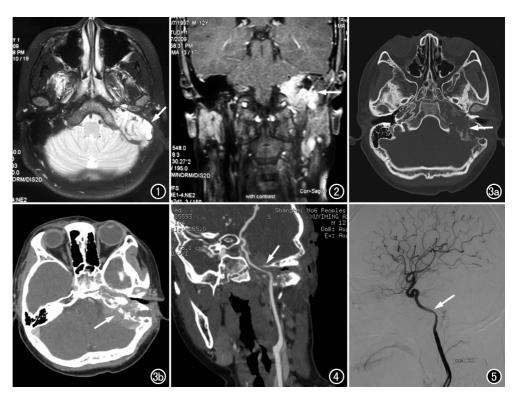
MR T₂WI,示左侧颞骨乳突区异常信号灶(箭),病灶部分突入后颅凹。 图 2 增强后 T₁WI,示病灶呈不均质强化(箭)。 图 3 横断面 CT 扫描,示左侧颞骨广泛性、侵蚀性破坏 (箭),软组织肿块侵入后颅凹。a) 平扫;b) CT 增强。 图 4 颈动脉 CTA,示左侧颈内动脉 岩骨段变细,伴周围软组织异常强化(箭)。 图 5 DSA,示左侧颈内动脉 C2 段狭窄(箭),周围见肿瘤血管染色。
